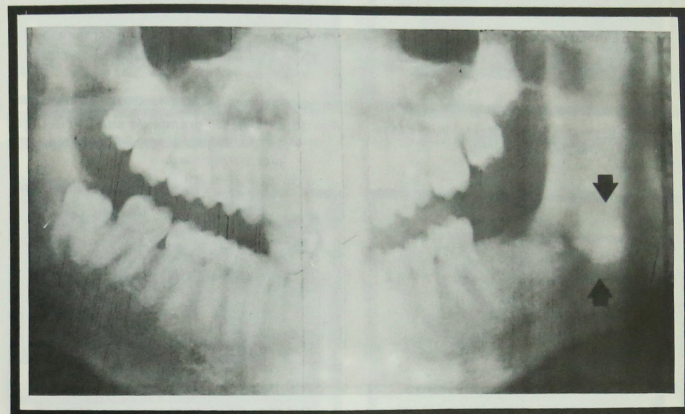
Radiografía panorámica mostrando una cálculo superpuesto con la región molar. Se indica una radiografía oclusal.
